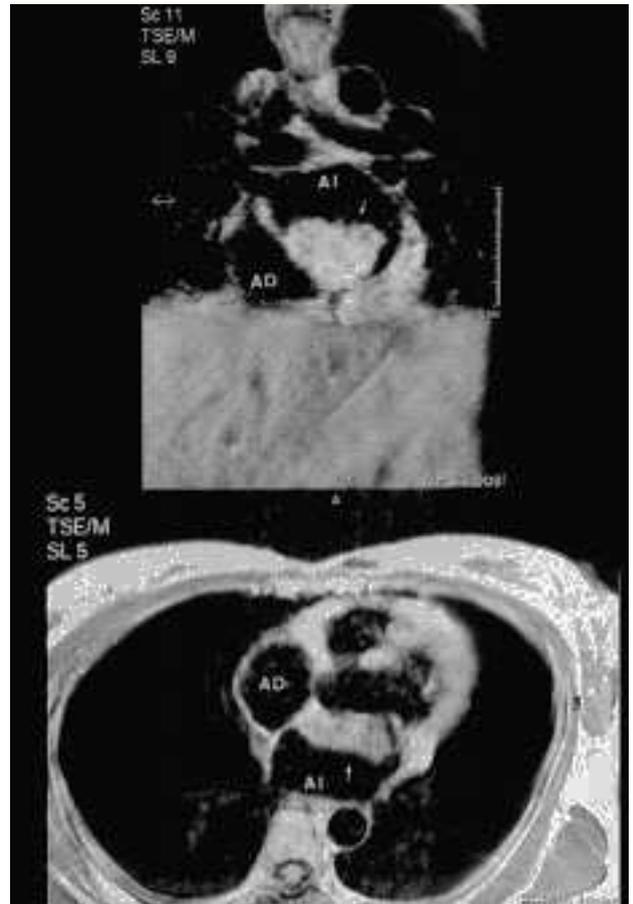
Imagen de resonancia magnética (cortes coronal y transversal, respectivamente) en la que se observa una masa intraauricular izquierda (flecha) con aparente implantación en el septo interauricular y parcial de la válvula mitral, compatible con mixoma auricular.
